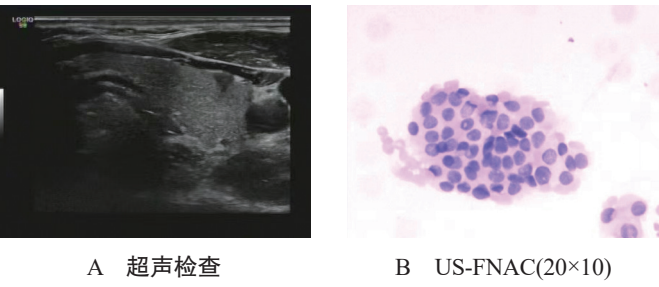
甲状腺良性结节超声检查与 US-FNAC 图片
